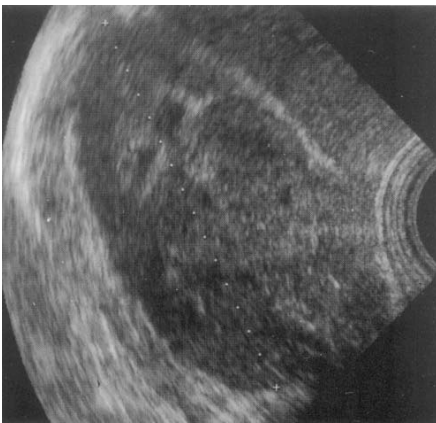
Neoplasm parenchimos renal-ecografie
